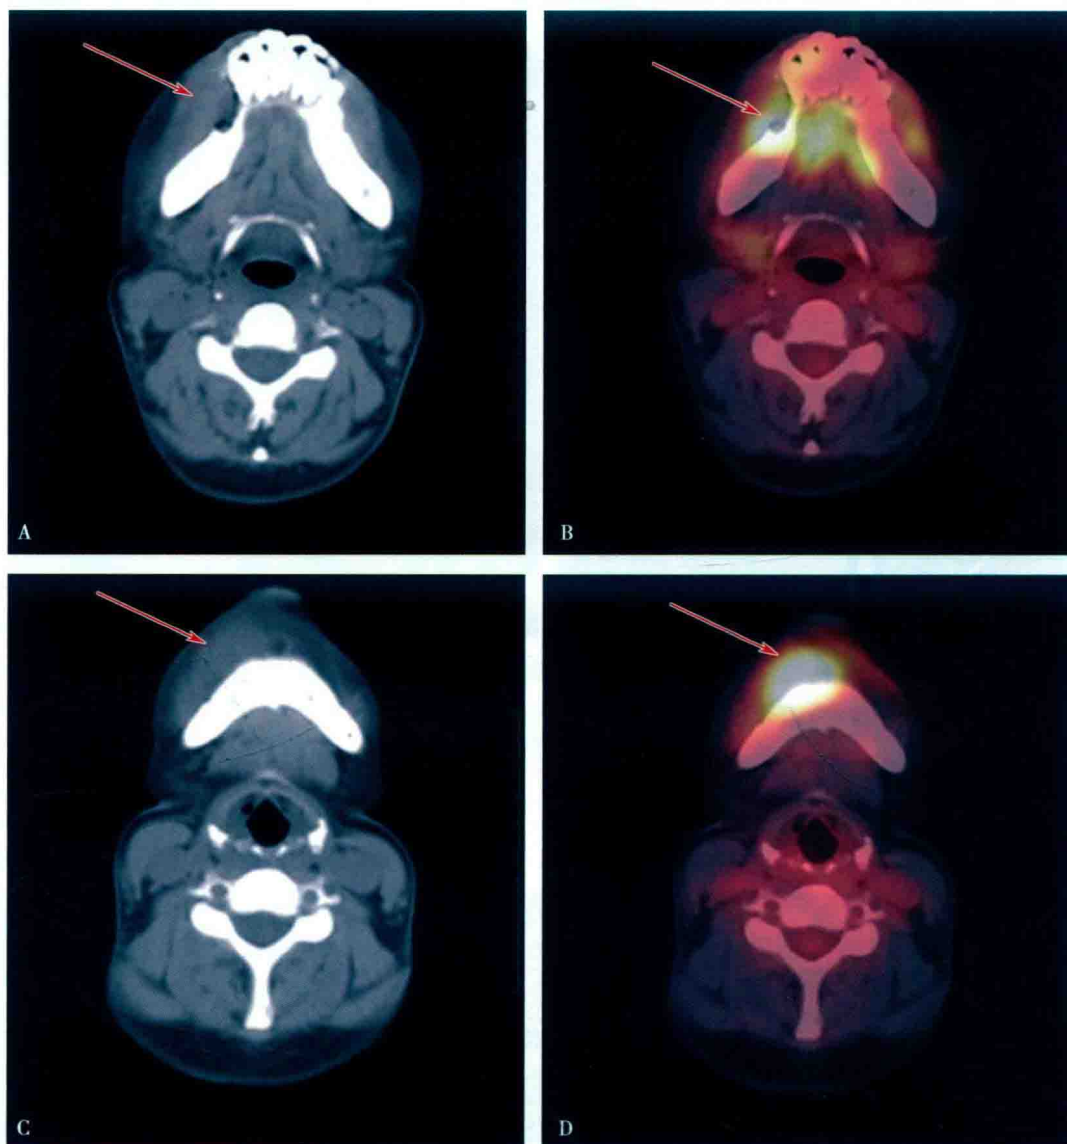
结外 NK/T 细胞淋巴瘤 ^{18}F -FDG 图像
